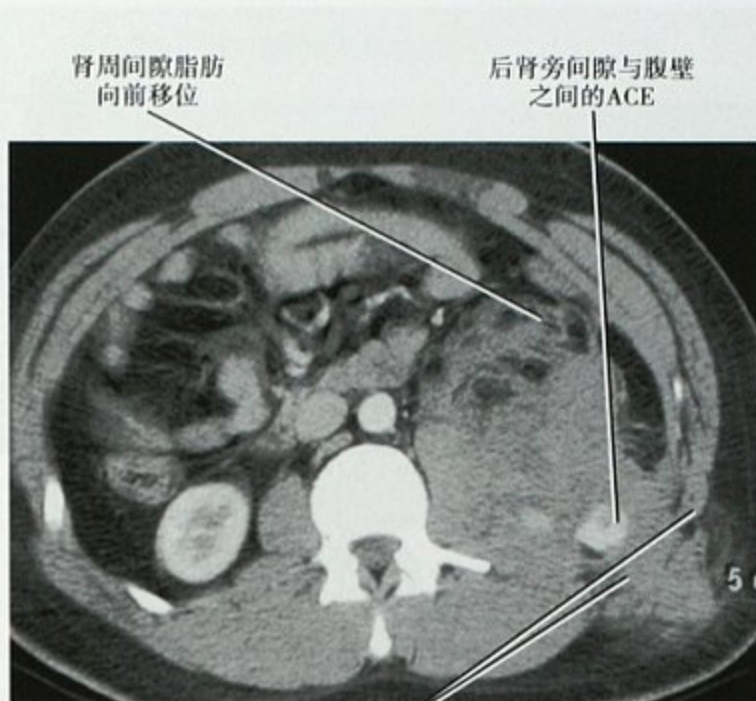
车祸患者,CT 增强横断面显示腹壁深部软组织内 ACE,合并局部血肿,出血弥漫于皮下组织至肾周间隙。通过导管内栓塞控制出血
